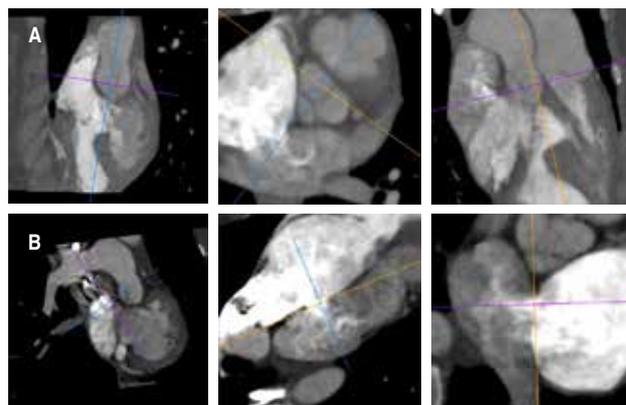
Angiotomografía cardíaca. A) Reconstrucciones multiplanares que muestran doble vía de salida del ventrículo anatómicamente izquierdo y la estenosis infundibular pulmonar severa. B) Comunicación interauricular tipo *ostium secundum*.
